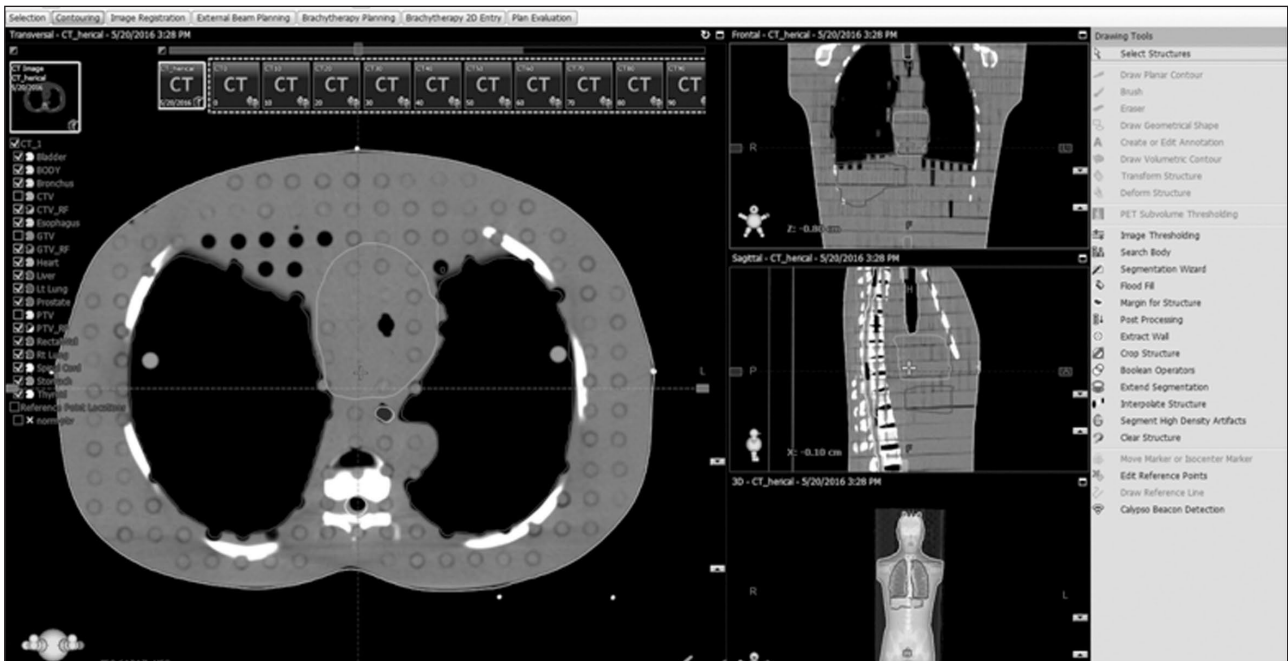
CT contouring images
